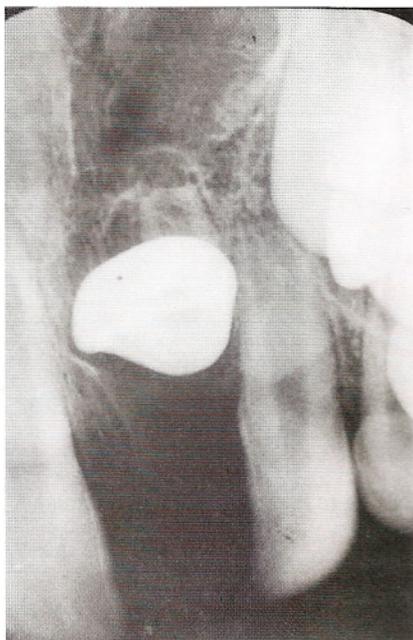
Radiografia periapical da região de incisivos.
